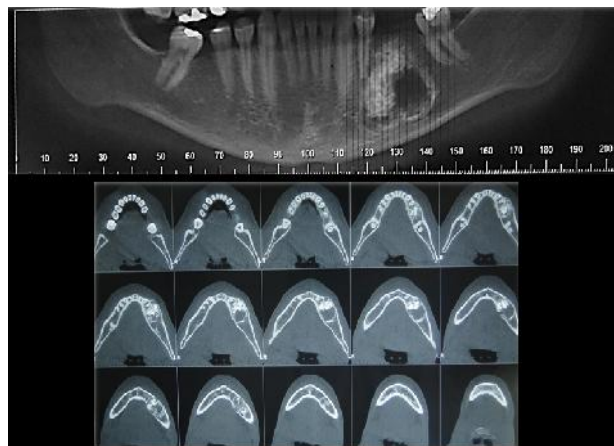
Tomografia computadorizada de feixe cônico: lesão multilocular com mistura de áreas hiperdensas e hipodensas. Presença de expansão de corticais vestibular e lingual.
